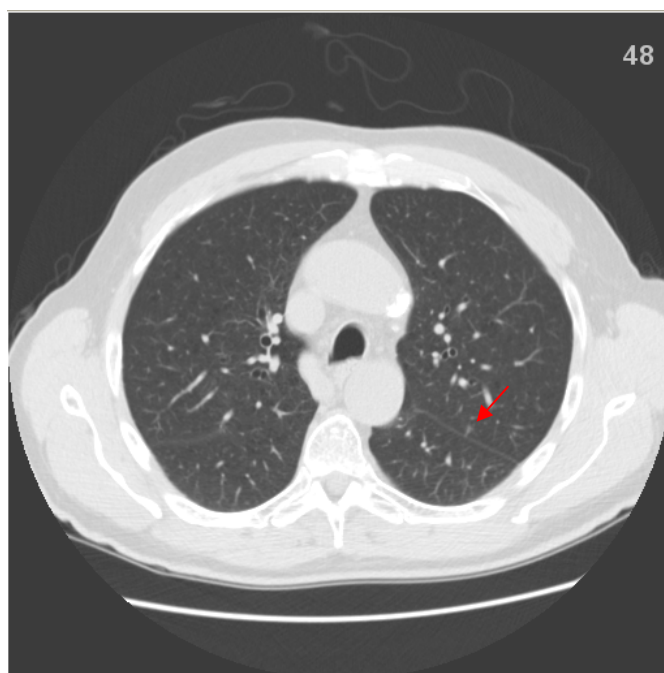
Seção de um exame de TC com o segundo nódulo indicado pela seta em vermelho.
